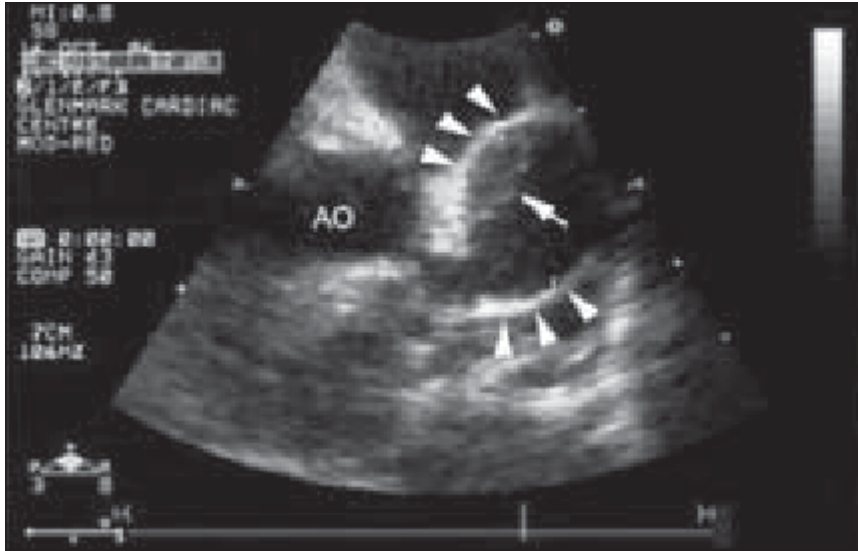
Echocardiographie trans-thoracique chez un enfant de 2 ans, montrant un anévrisme de l'artère coronaire gauche (A, flèche) et de l'artère coronaire droite (B, flèche). (D'après: Ren X, Banker R. Cardiac Manifestation of Mucocutaneous Lymph Node Syndrome (Kawasaki Disease). J. Am. Coll. Cardiol. 2009 ; 54 : 89).
